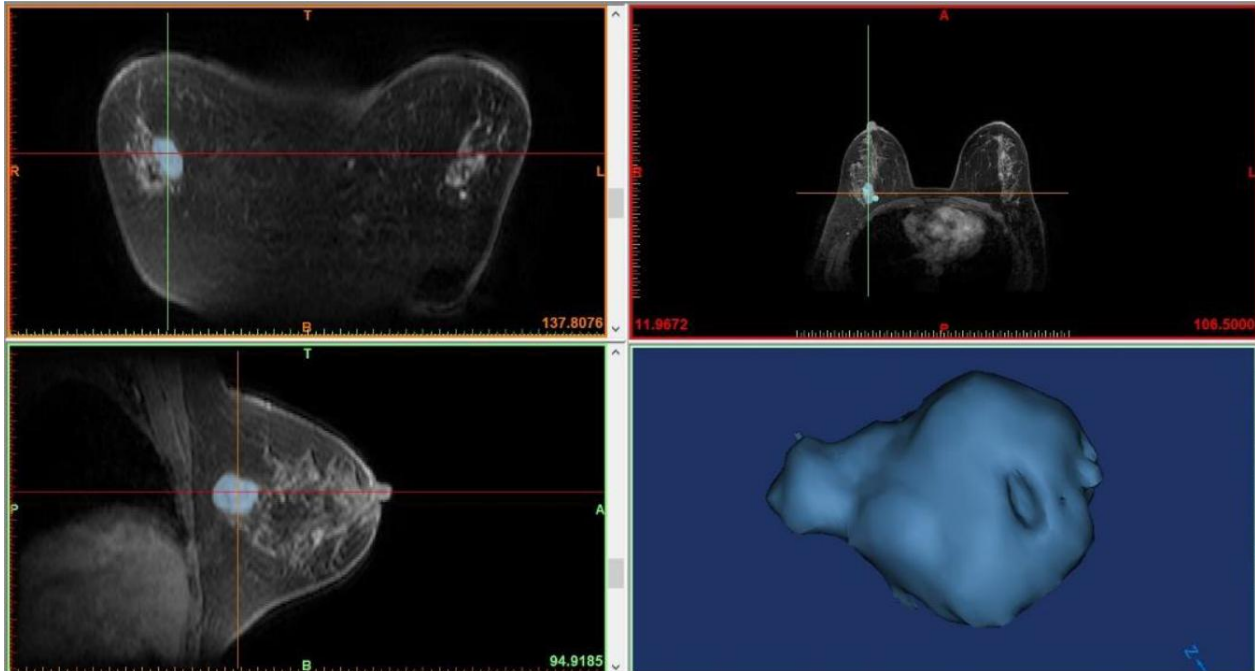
Imágenes de una TAC que muestran los planos a) axial b) coronal y c) sagital.
